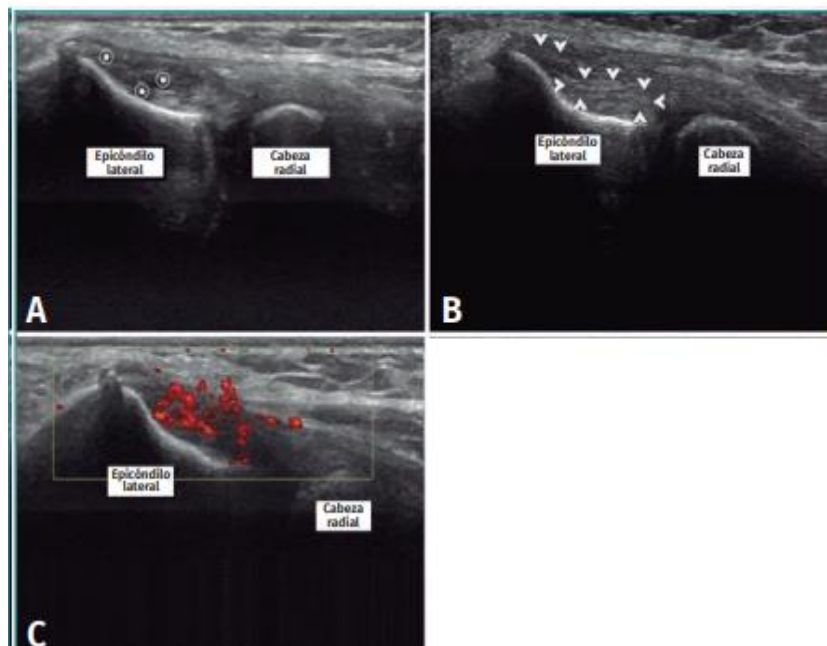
Imagen ecográfica de la cavidad lateral del codo. A: imagen ecográfica longitudinal del epiplón lateral e inserción del tendón de la camilla carpi radialis brevis (ECRB), que muestra una clara lesión y calcificación en el endotelio; B: la ecografía delimita las lesiones con flechas; C: la ecografía Doppler muestra un aumento de la angiogénesis en el área de la degeneración del tendón (39)
